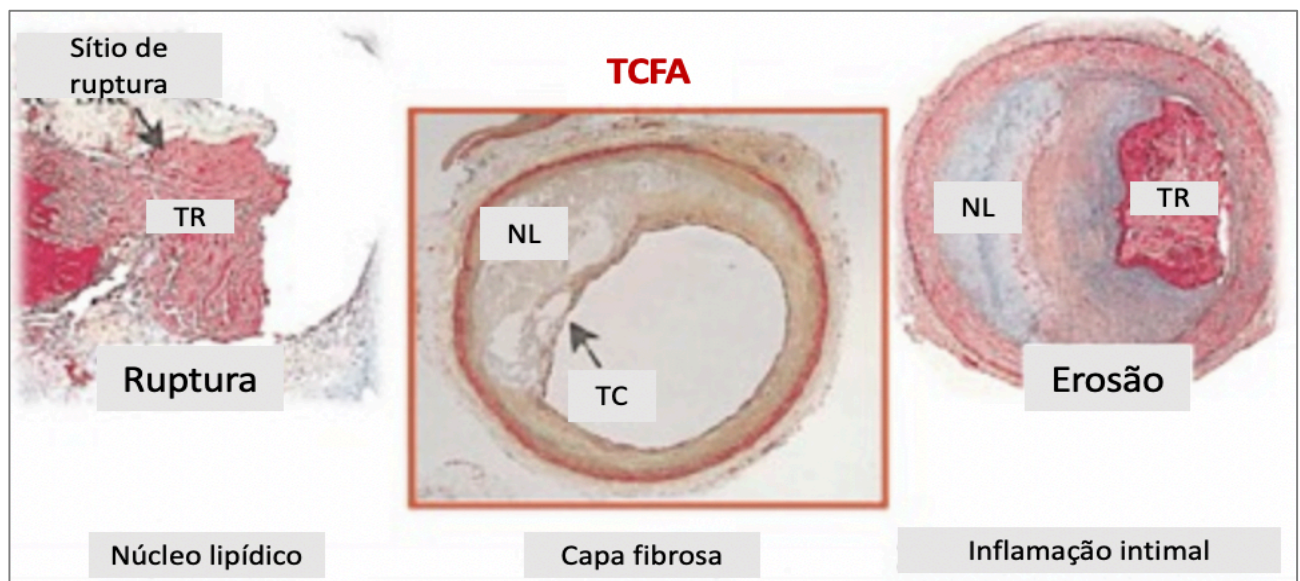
Representação esquemática da placa vulnerável. O TCFA derivado da tomografia de coerência óptica foi definido como a presença de capa fibrosa fina (<65 µm) sobreposta a uma placa rica em lipídios. TR: Trombo; NL: Núcleo lipídico; TCFA: do inglês, *Thin Cap Fibroatheroma* – Fibroateroma de capa fina (modificado RIGLA et al., 2017).
